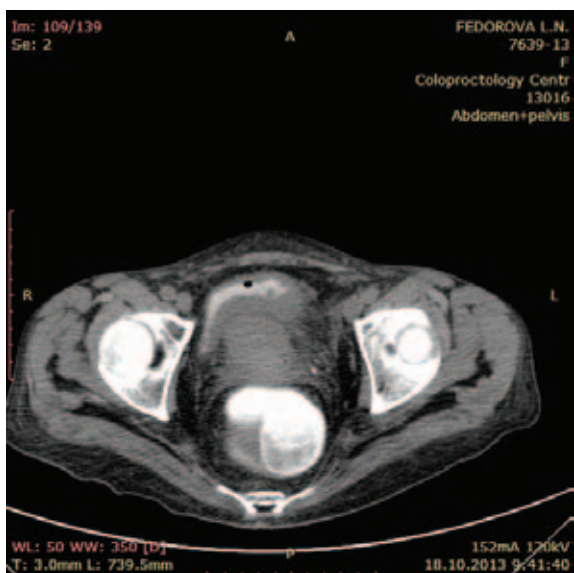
КТ-энтерография, аксиальный и сагиттальный срезы. Болезнь Крона тонкой кишки, осложненная формированием подвздошно-мочепузырного свища
